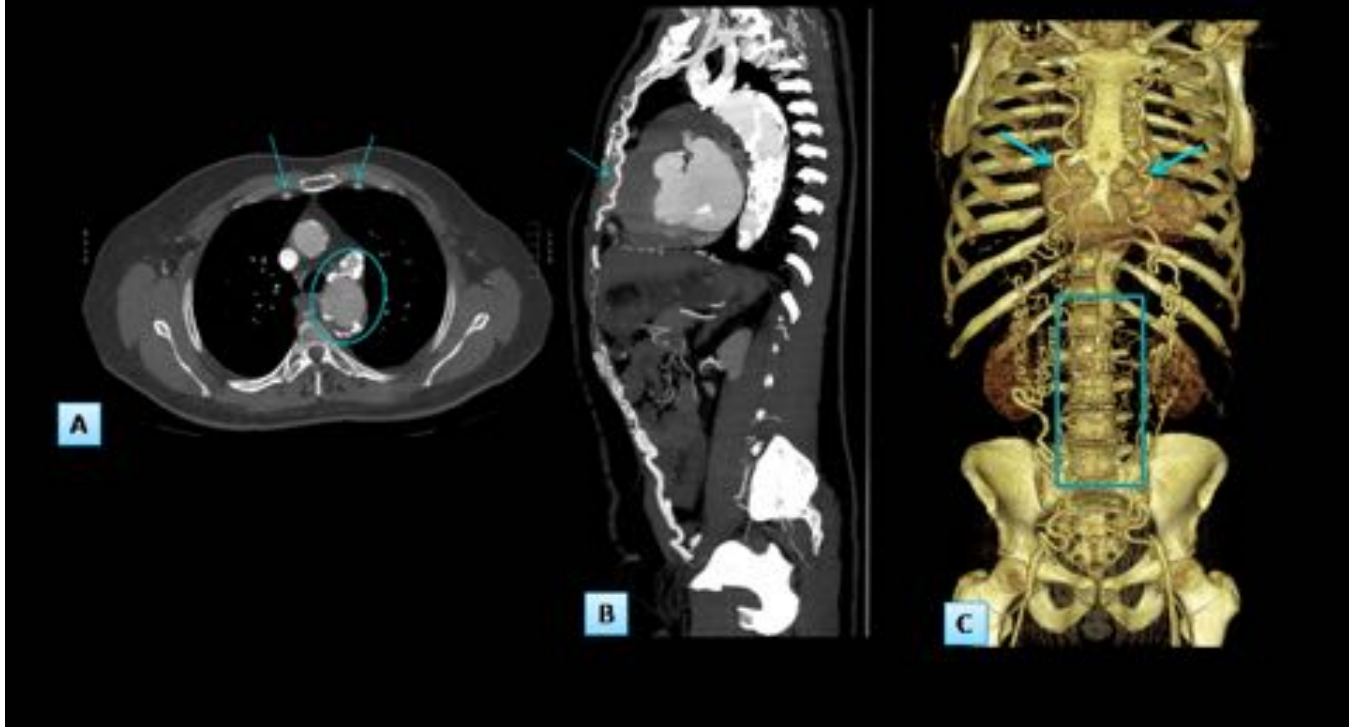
TC: A: Corte axial: Flechas: circulación colateral (arterias mamarias internas) / Círculo: coartación aórtica. B: MIP sagital: Flechas: circulación colateral (arterias mamarias internas). C: VR: Flechas: circulación colateral (arterias mamarias internas). Cuadrado: defecto de repleción por trombo en la aorta (síndrome de Leriche).
